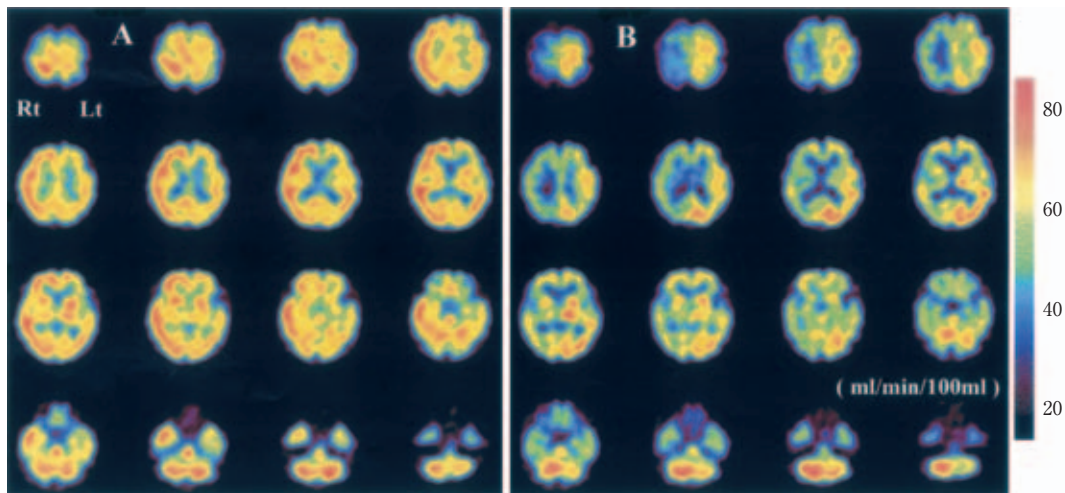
SPECT ( $^{123}\text{I}$ -IMP) showing increased blood flow in the right cerebral hemisphere during initial seizures (A), but decreased blood flow after seizures (B).
